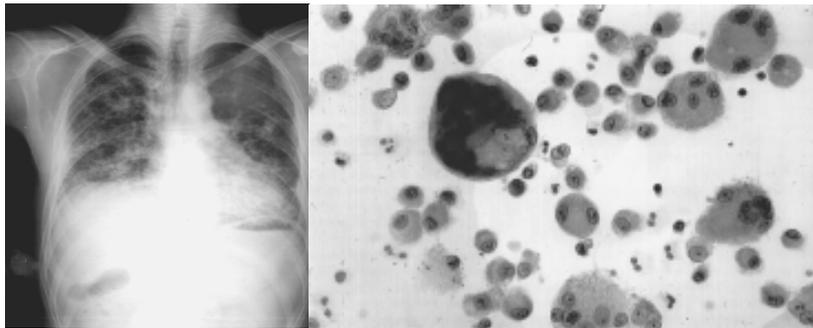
Radiografia e análise macrofágica de um profissional afetado por fibrose intersticial causada por exposição aos metais-duros (WC-Co) e metais-pesados (W-Ni) (Chiappino, 2003).
